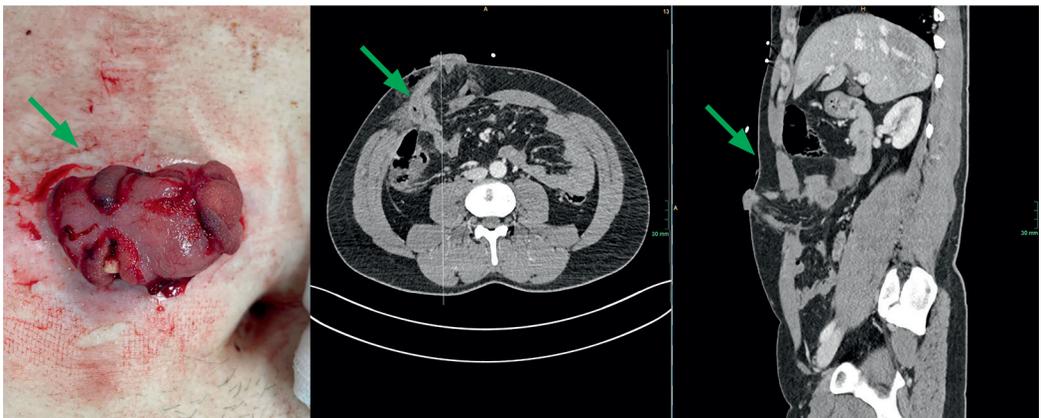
Messerstichverletzung mit Dünndarmverletzung und Dünndarmprolaps. Klinisches Erscheinungsbild (links). Darstellung der Verletzung im CT in der Transversalebene (Mitte) und Sagittalebene (rechts).
